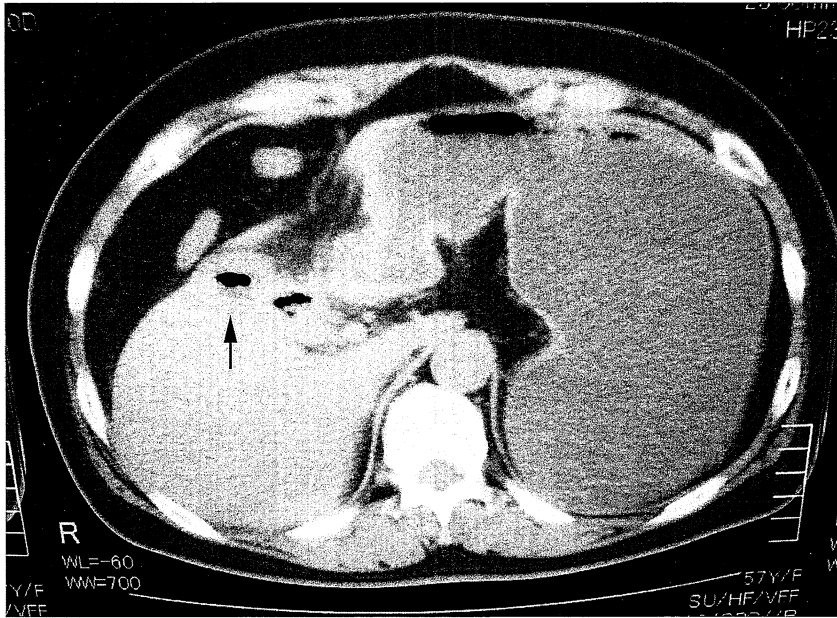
Abdominal CT showed dilatation of the stomach and gas in the wall-thickened gallbladder (arrow). Gallstone was not detected.
